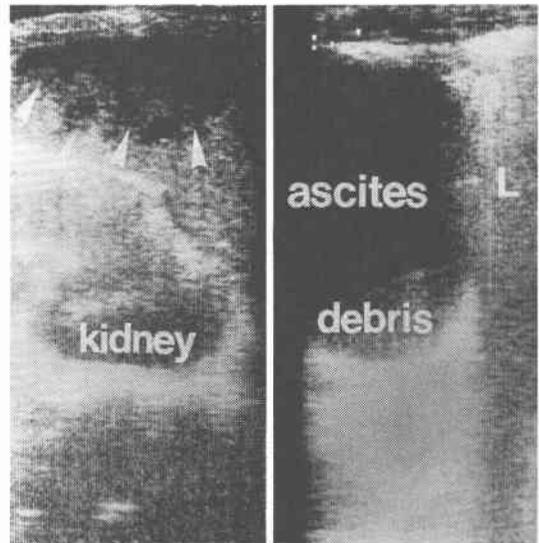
脾膿瘍の超音波像。脾臓内に辺縁不整な低エコースペースが多発性にみられ(Δ), 腹水内にデブリスもみられる。
